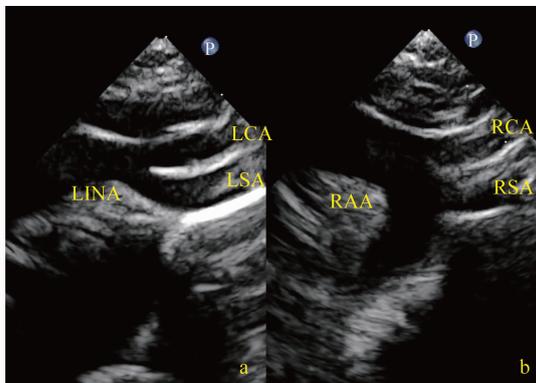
镜面右位主动脉弓伴左位动脉导管连接降主动脉胎儿出生后复查超声心动图
